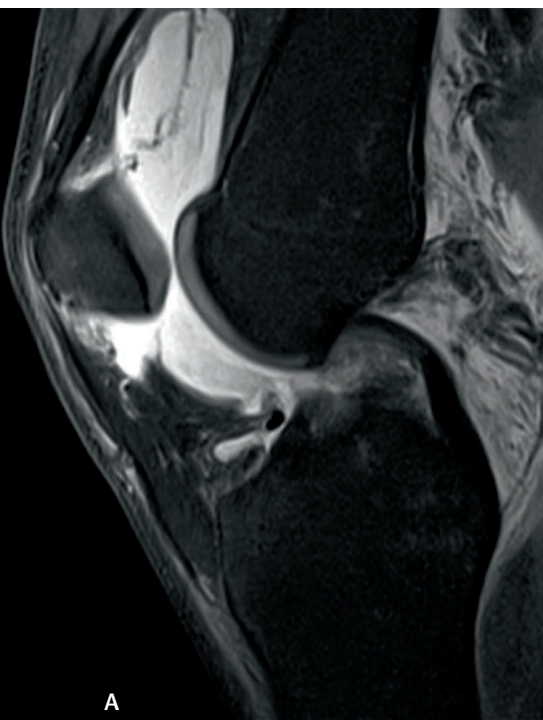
Ruptur des vorderen Kreuzbandes (A). Anatomische femorale Bohrung, Sicht vom antero-medialen Portal (B), VKB Transplantat (C), postoperatives Röntgen ap, Fixierung mit Plättchen und Fadensystem, distal mit Biointerferenzschraube (D).
